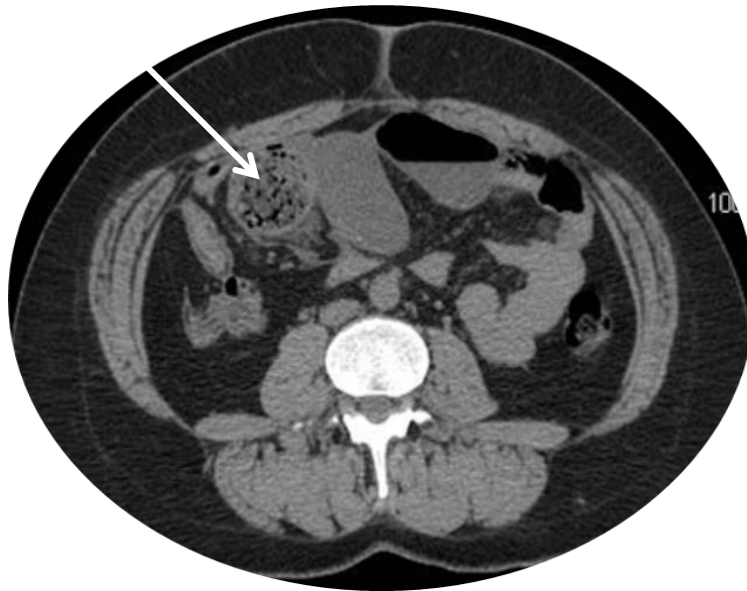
Компьютерная томография. Образование в просвете тонкой кишки, энтеростаз
